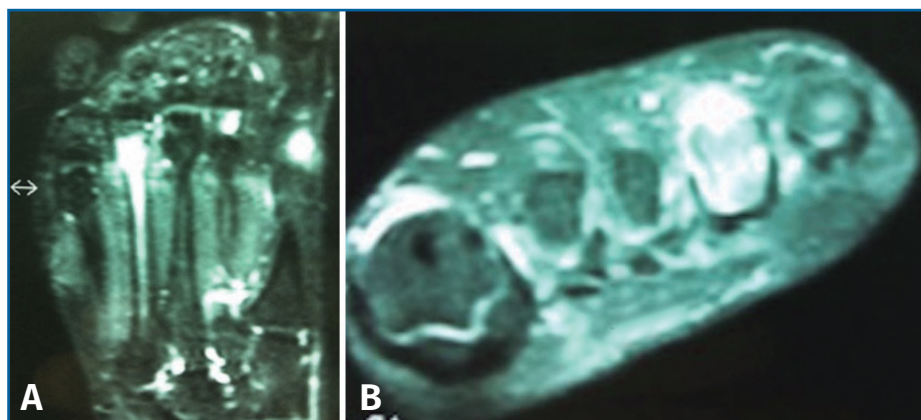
Resonancia magnética en corte coronal (A) y axial (B) que muestra una alteración de señal hiperintensa en T2 a nivel diáfisis-epífisis del 4.º metatarsiano.
